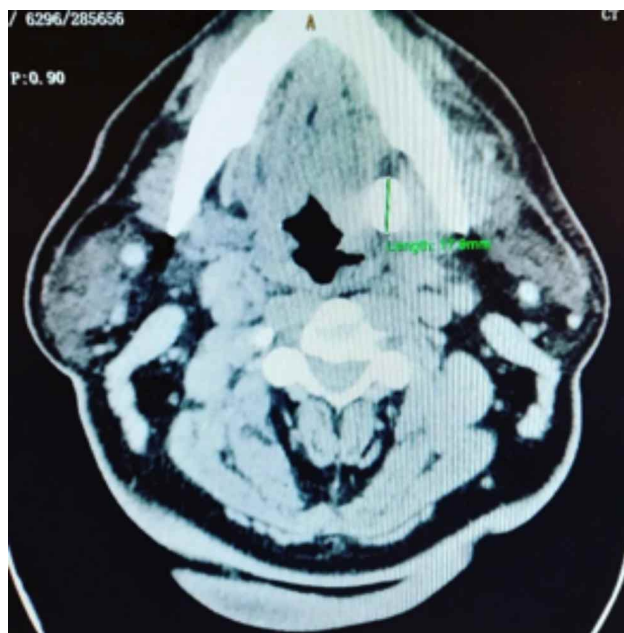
TAC contrastada de cráneo y macizo facial donde se observa sialolito y aumento de volumen de glándula submandibular izquierda.
